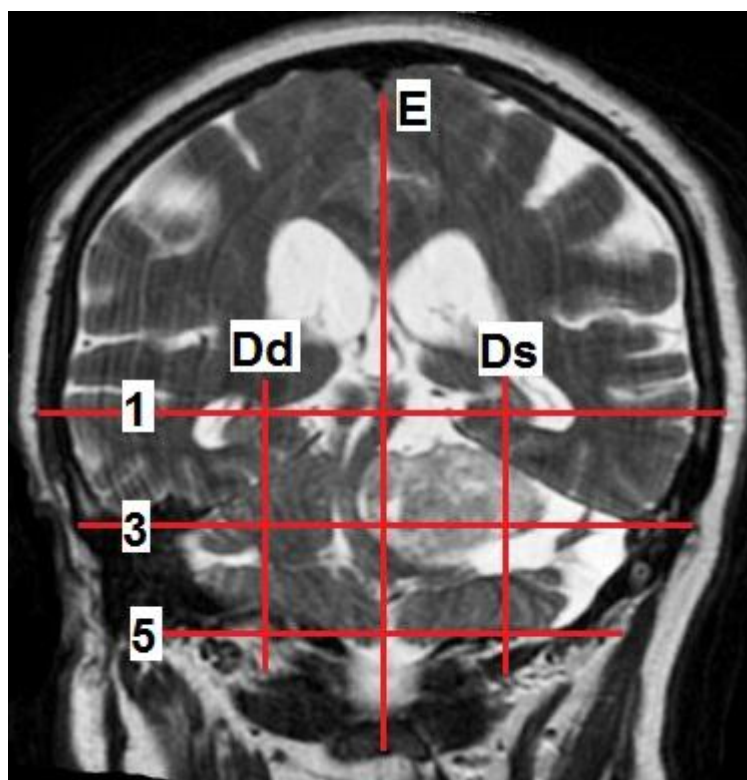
Пациентка Р. (МРТ во фронтальной проекции), невринома левого слухового нерва больших размеров: E – сагиттальная плоскость; Dd, Ds – плоскости через середину расстояния между основанием сосцевидного отростка и срединной линией; 1 – плоскость «НАЗИОН»; 3 – франкфуртская горизонталь; 5 – плоскость основания сосцевидного отростка
